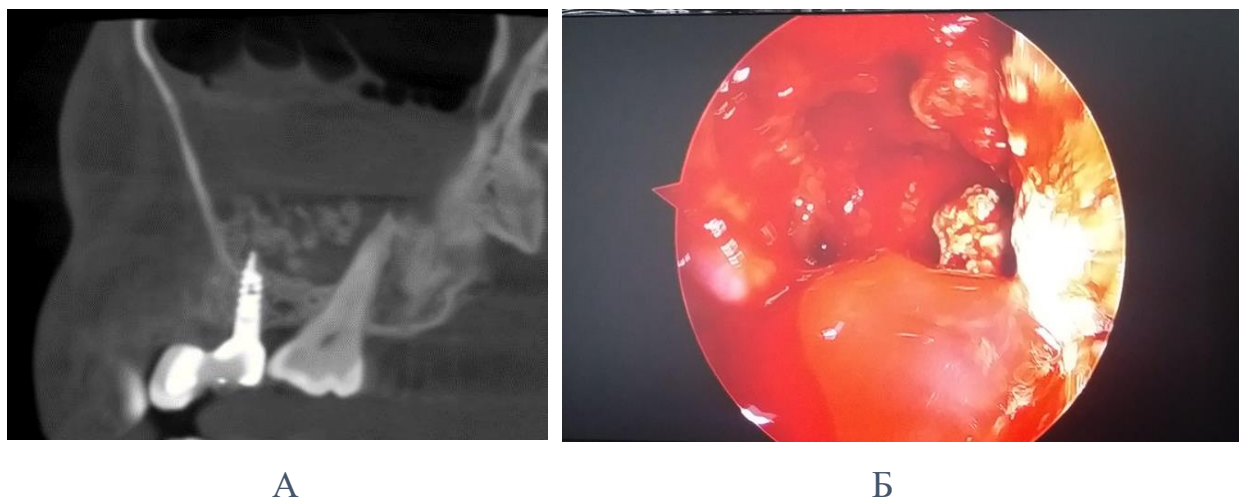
Відеоендоскопічна ревізія ВЦС синуса у пацієнта із ознаками міграції кістково-заміщуючого матеріалу в просвіт ВЦС та розвитком гострого синуситу. А. КТ ВЦС зі змінами, що відповідають типу Е за Chen et al., 2018, Б. При ендоскопії в ділянці альвеолярної бухти відзначається частина матеріалу, що мігрувала в просвіт синусу через перфорацію МП.
